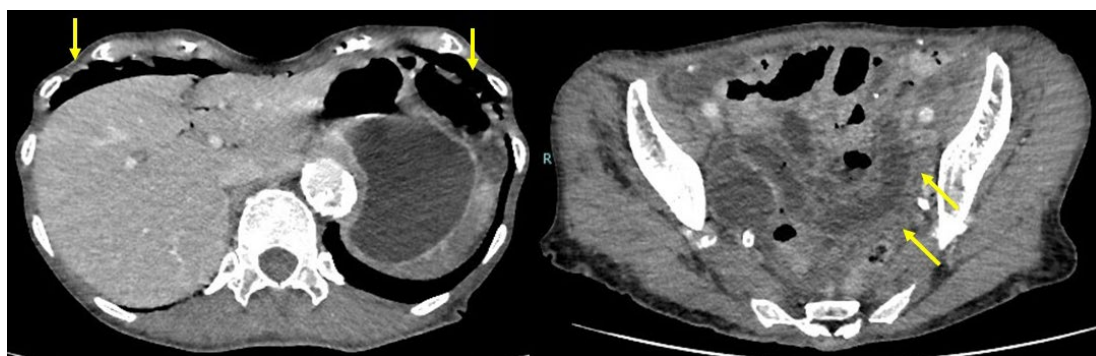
腹部造影CT 上腹部にFree airを認め、骨盤内の小腸は造影不良を認めた。
